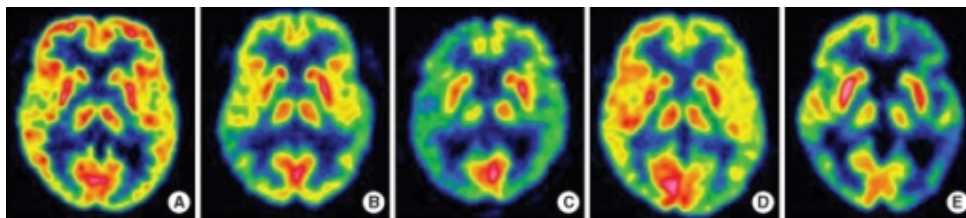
Confronto di immagini FDG-PET tra un controllo CN (A) e quattro pazienti affetti da Alzheimer ad esordio precoce (B-E). Le immagini FDG-PET mostrano diversi gradi di ipometabolismo nella corteccia frontale e temporo-parietale (Park et al., 2008)
